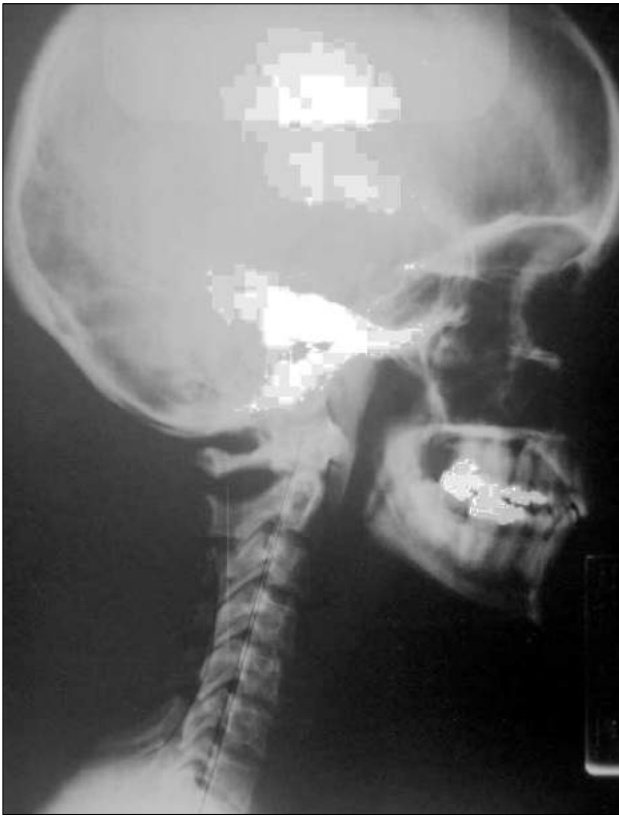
Radiografía lateral cervical antes del tratamiento.
